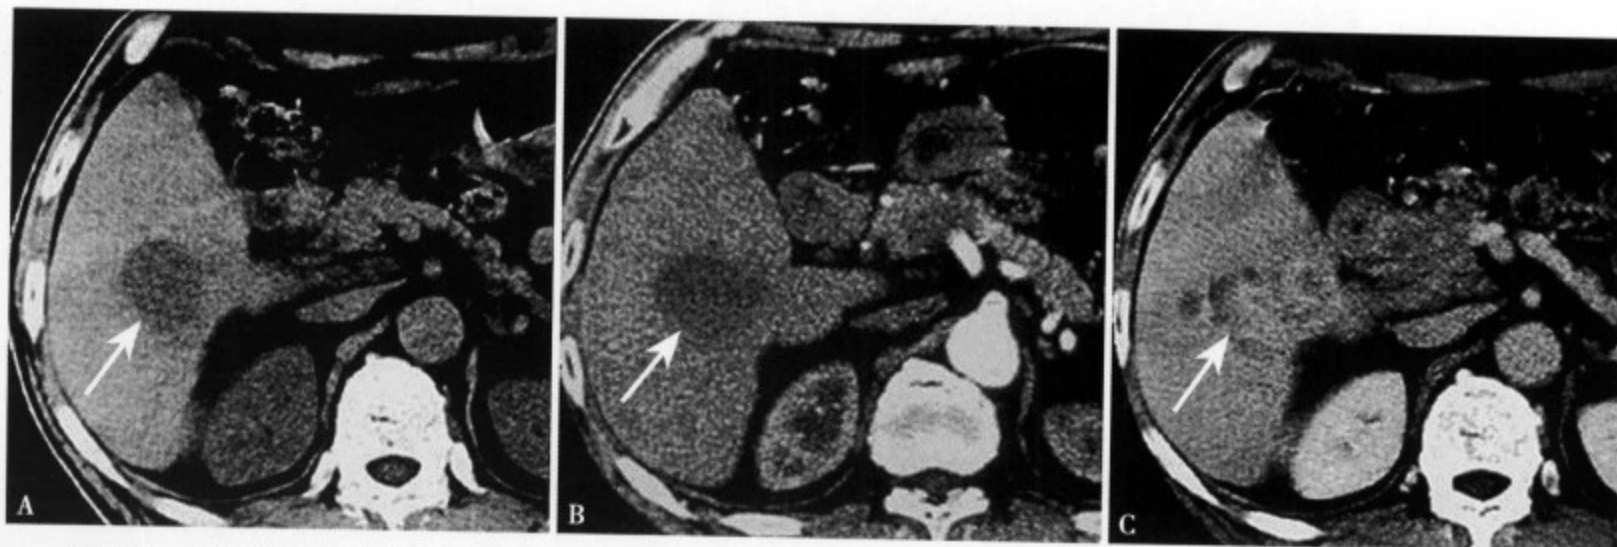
CT平扫(A)肝右叶显示一局限密度减低区，边界不清；CT增强动脉期(B)病灶大部分边界清楚，无明显强化；静脉期(C)病灶中心显示斑片状延迟强化
